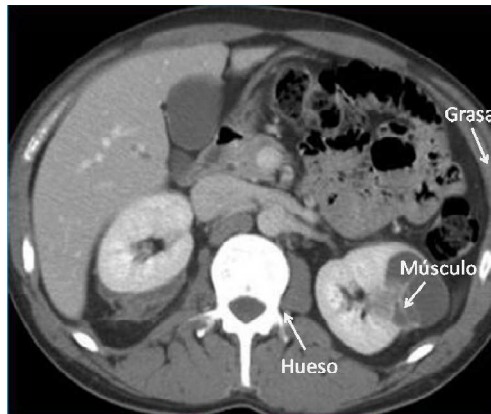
Resolución a bajo contraste: En tomografía computarizada la diferencia entre grasa, músculo y hueso son notables, aun siendo los valores de las densidades de la masa y los números atómicos ligeramente similares.[9]
